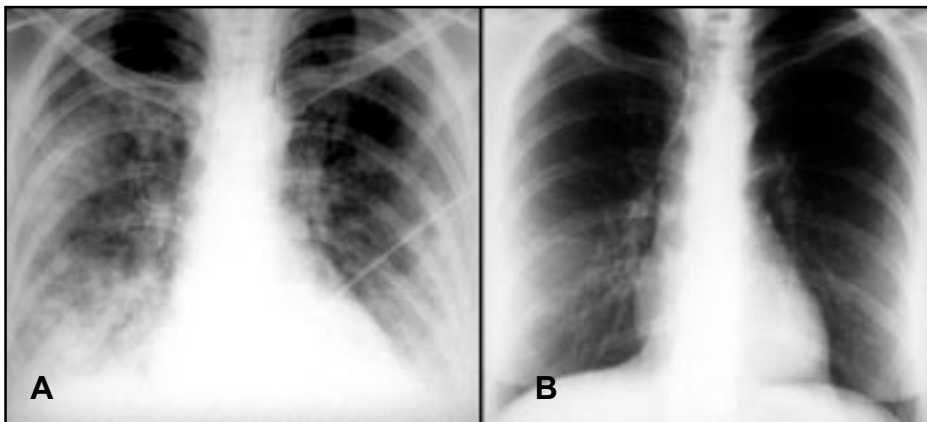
A. Radiografía de tórax al ingreso que muestra edema pulmonar. B. Radiografía de tórax al momento del alta (7° día) muestra resolución completa del edema pulmonar.
